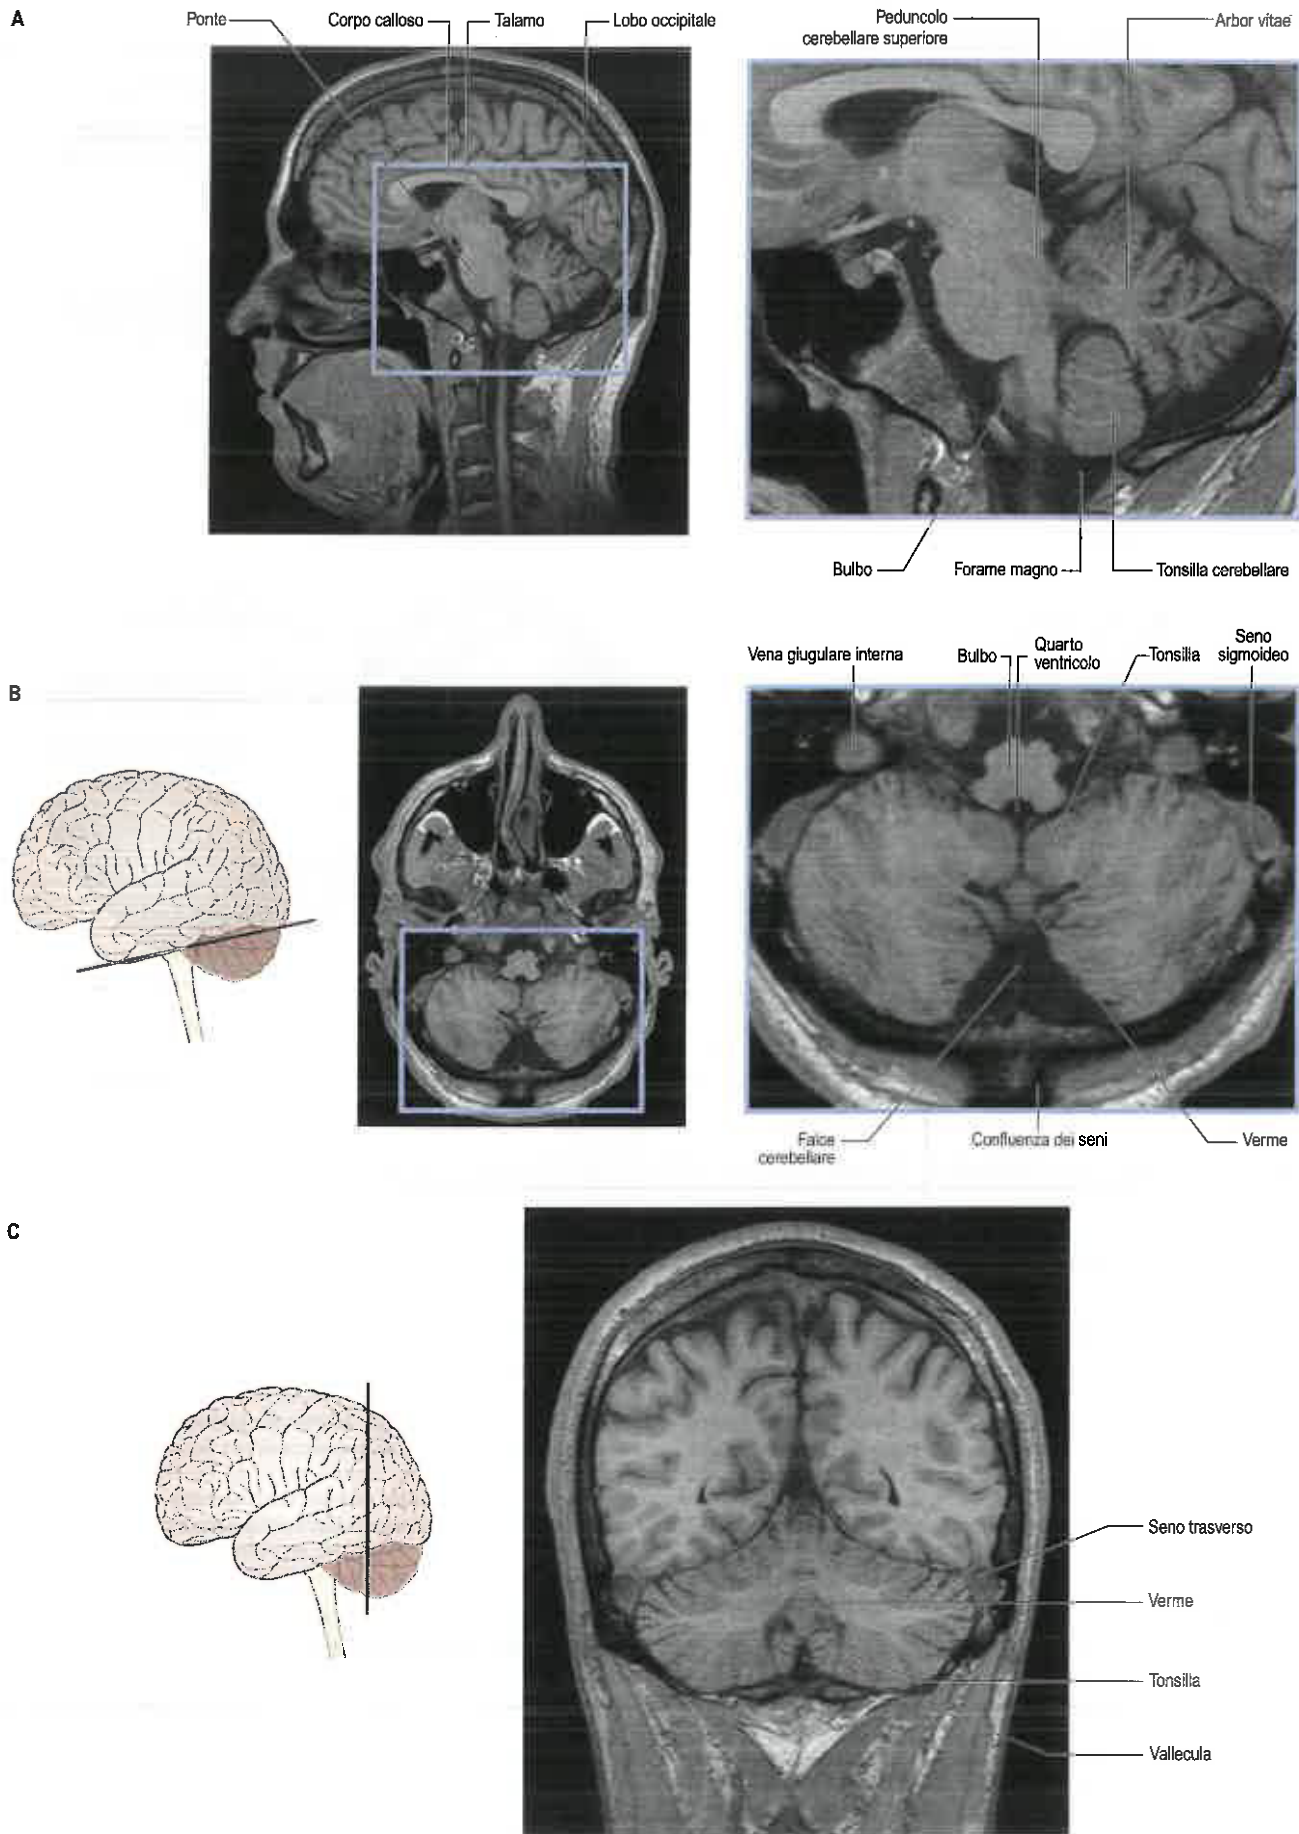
Immagini di risonanza magnetica (RM) del cervelletto di una giovane donna di 16 anni. A. Sul piano sagittale. B. Sul piano assiale. C. Sul piano coronale. (Per gentile concessione del Dr. JP Finn e del Dr. T Parrish, Northwestern University School of Medicine, Chicago.)
